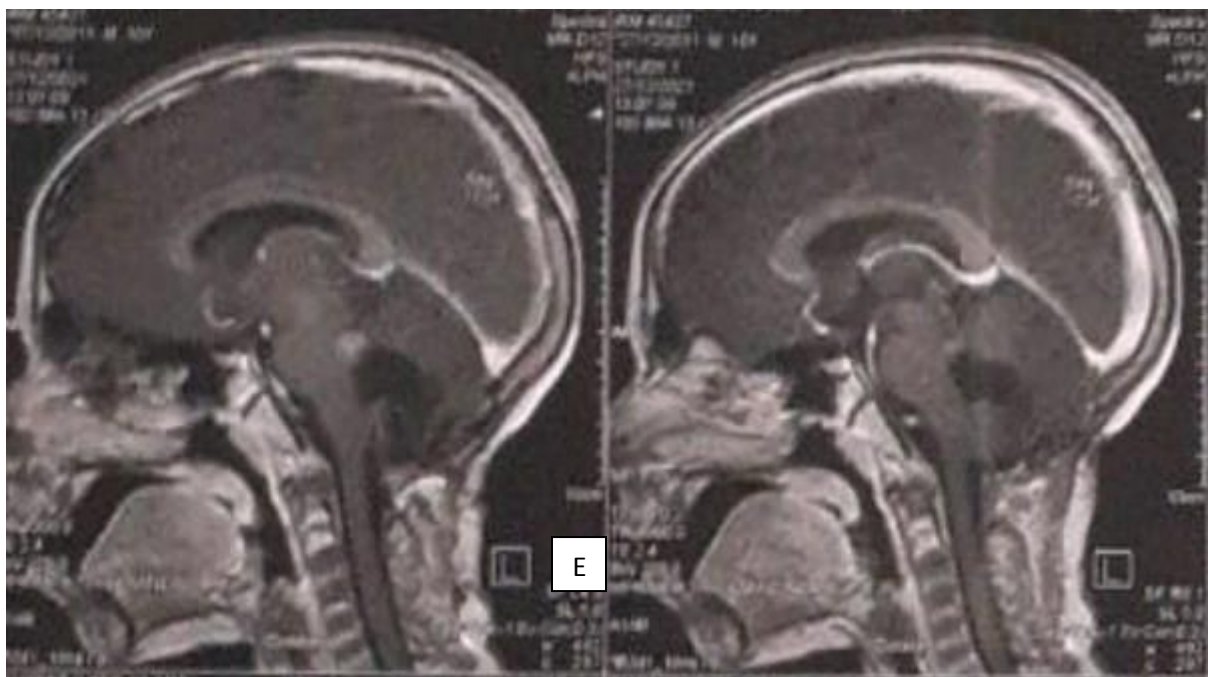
E): IRM cérébrale coupe sagittale, récidence au niveau du pédoncule cérébelleux 02 ans et 6mois après la chirurgie.
